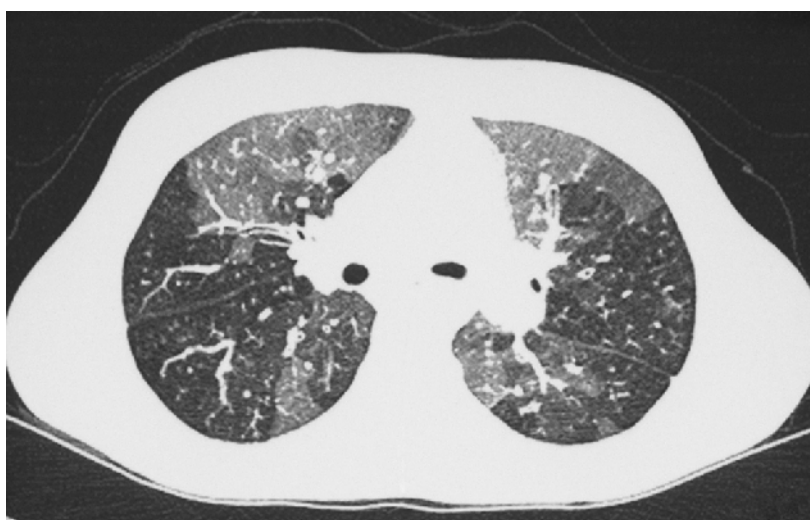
[7] – Imagem por tomografia computadorizada demonstrando perfusão em mosaico severa, numa criança com FQ que apresenta pieira.
